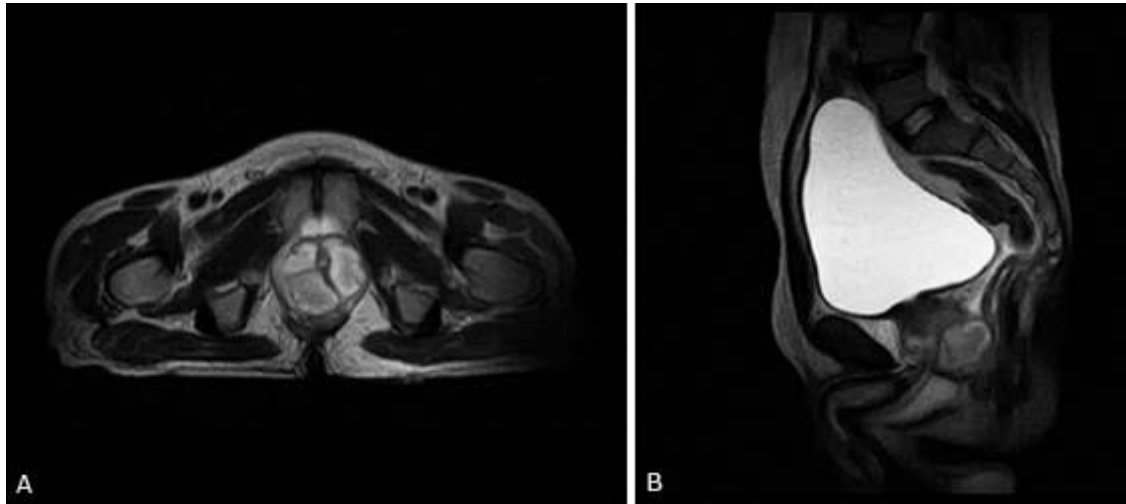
Resonancia magnética nuclear. Corte axial (A) y sagital (B), que revelan los abscesos prostáticos.
